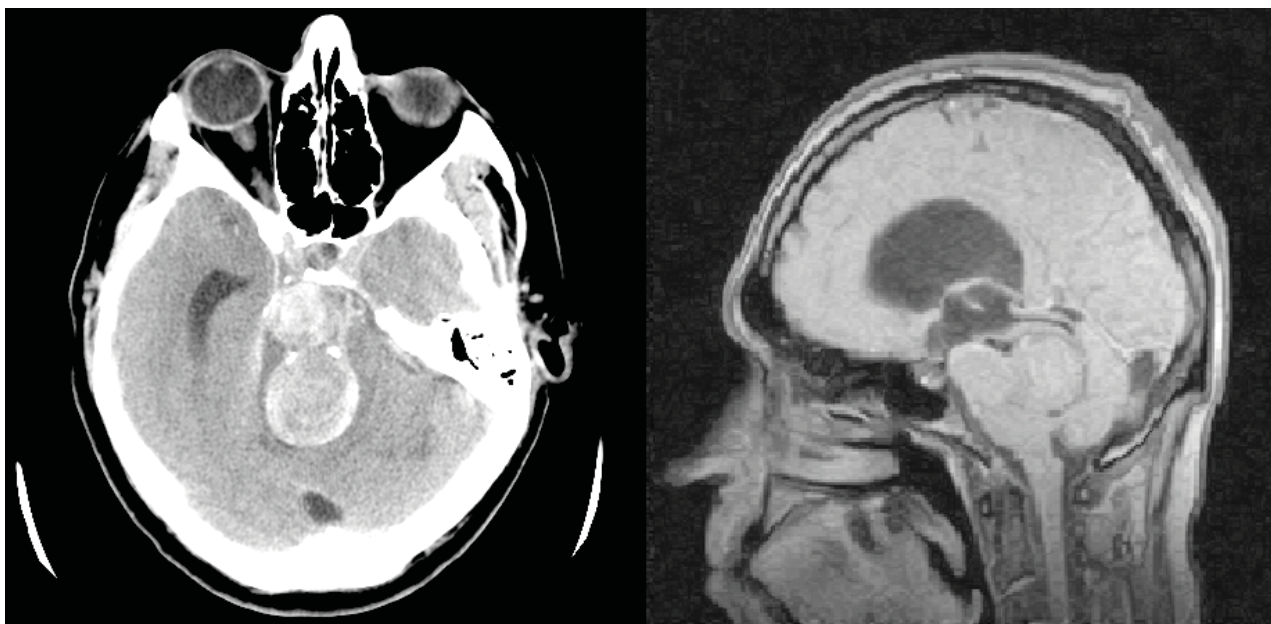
Anevrișm gigant, cu dimensiuni 3,5 pe 5,0 cm, cu efect marcat de masă asupra trunchiului și pedunculilor cerebrale, ocluzia apeductului Sylvii, ventriculului III, cu evoluție în hipertensiune intracraniană secundară, tomografia computerizată 2010
